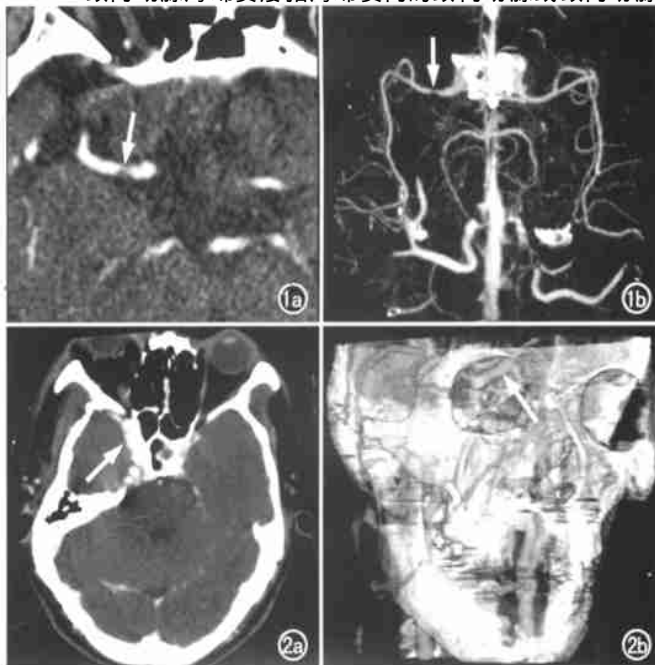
右侧大脑中动脉狭窄(箭)。a) 横断面 CT 增强像; b)
